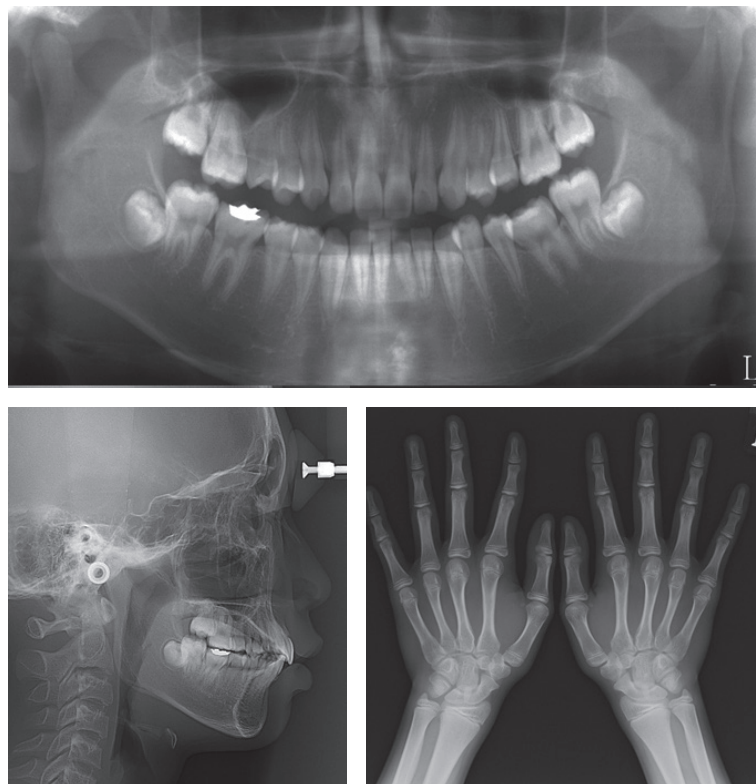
Pretreatment panorama, lateral cephalometric, hand-wrist radiographs.
